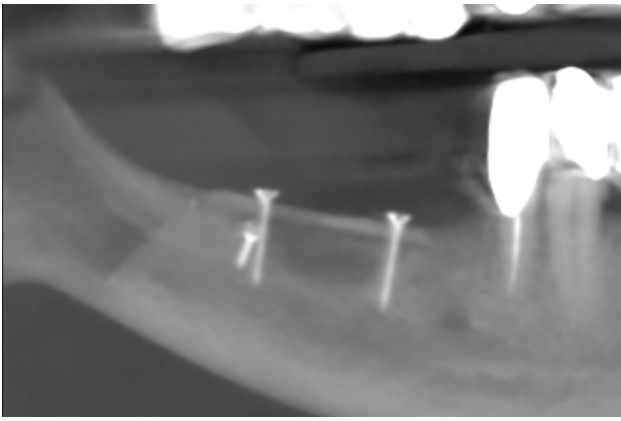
Corte panorámico del CBCT postintervención con técnica de Khoury.
